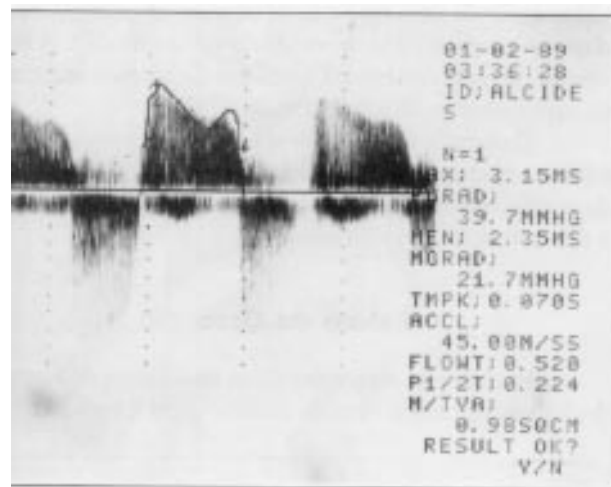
Doppler transvalvar mitral
